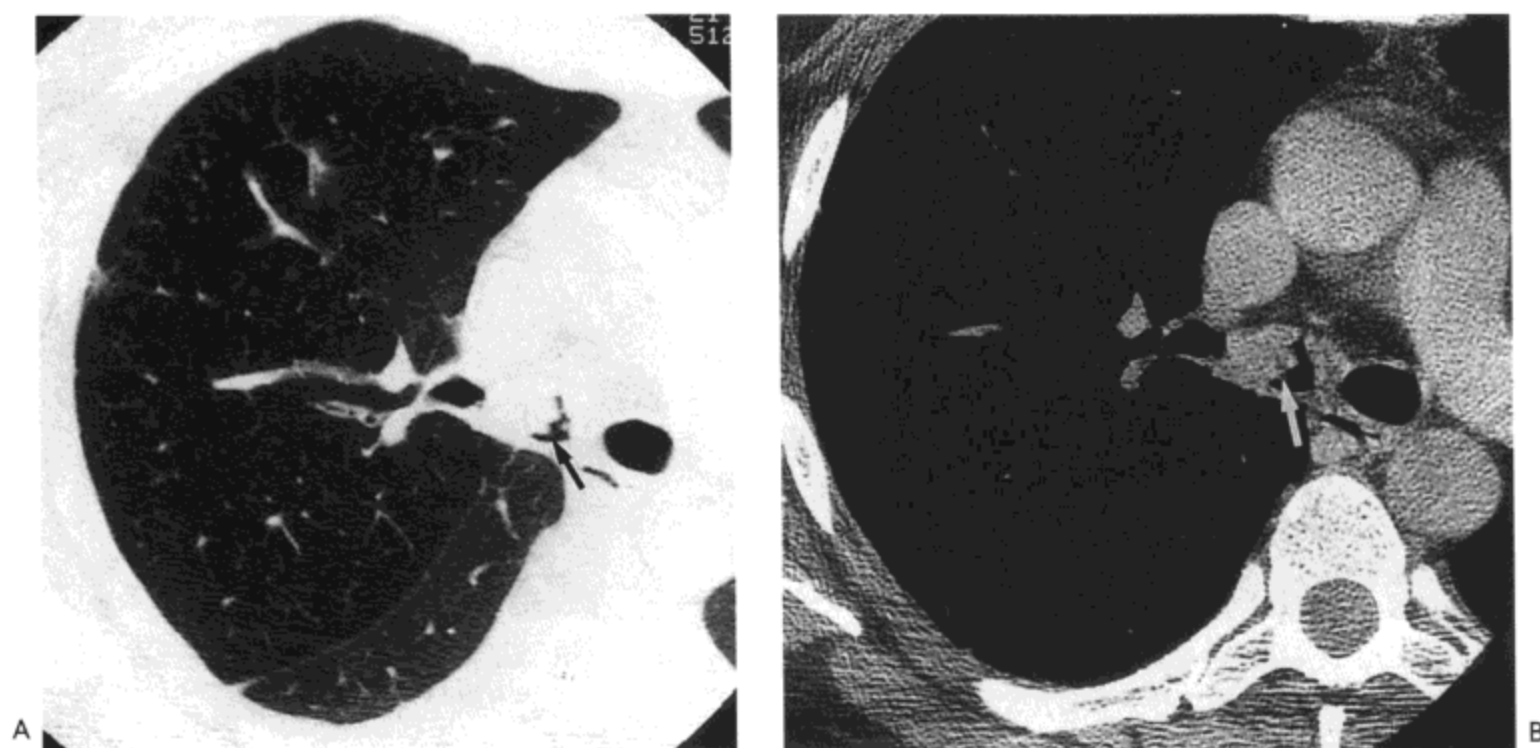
支气管内乳头状瘤。A: 高分辨率CT影像 (1.5 mm 层厚) 示右主支气管与上叶支气管内略分叶状病变 (箭号)。右肺上叶示密度减低血管稀少, 为反射性血管收缩的结果。B: 软组织窗 (1.5mm 层厚) 示软组织结节 (箭号) 密度均匀, 边界不规则。病人女, 51 岁。
